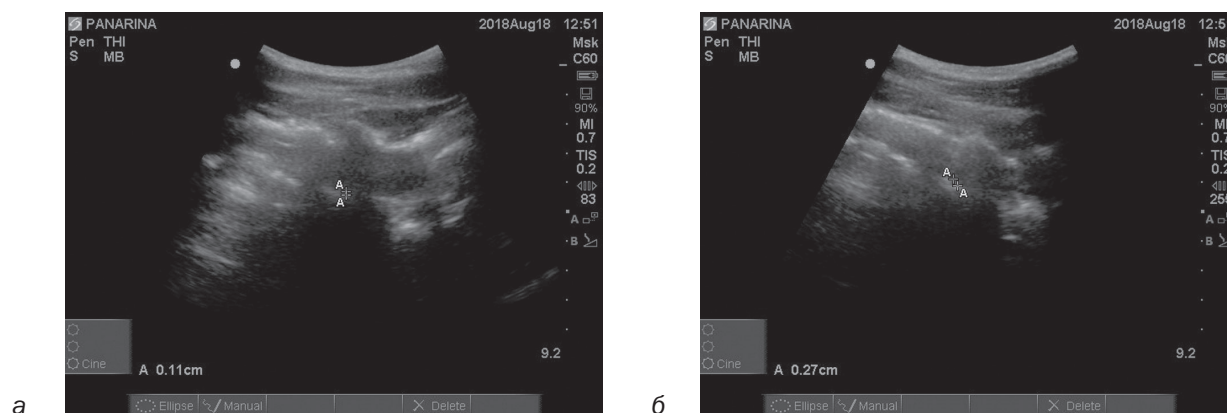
УЗИ шейного отдела позвоночника (визуализация нестабильности $C_{II}-C_{III}$); нестабильность отмечена как А-А': а — слева, б — справа
